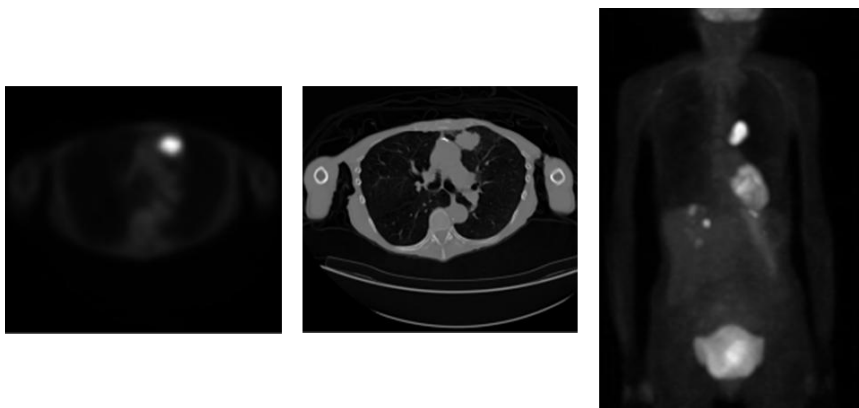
PET/CT 和 MIP 示例图。从左至右依次为 PET、CT 以及 PET 最大强度投影图像
